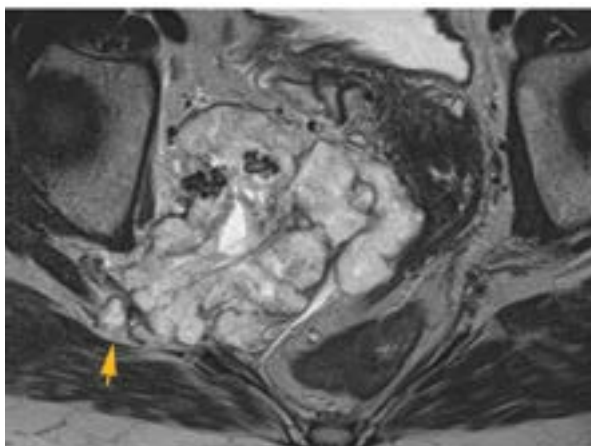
МРТ, T2-зображення аксіальна площина. Стрілкою вказано фрагмент хрящового компонента, який контактує з правим сідничним нервом, що не виключає його інвазії
